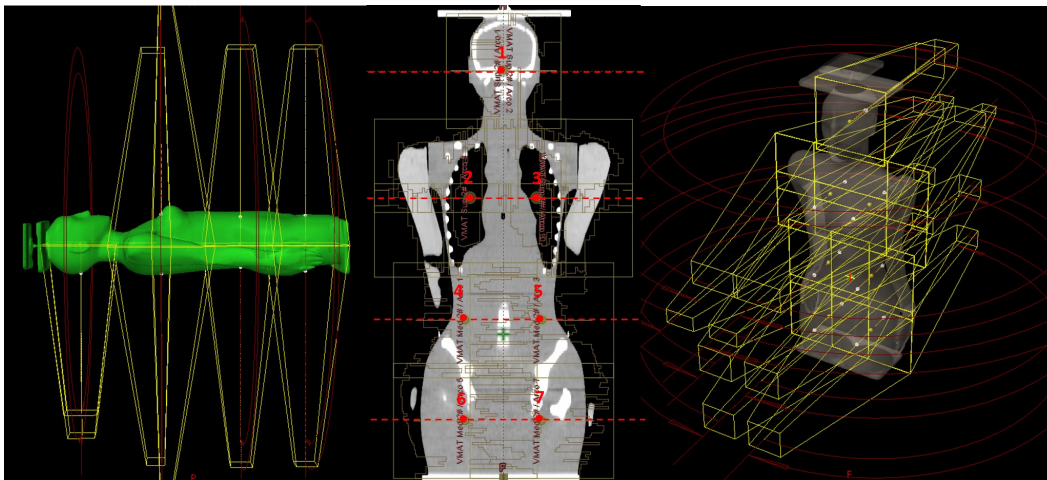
Colocación de los isocentros (puntos rojos) en el plan de tratamiento TBI-VMAT. Para la planificación del tratamiento, el conjunto de imágenes CT se divide en 5 segmentos (segmentos 1-5, indicados por las líneas rojas), con isocentros en los puntos 1,2,3,4,5,6 y 7.
